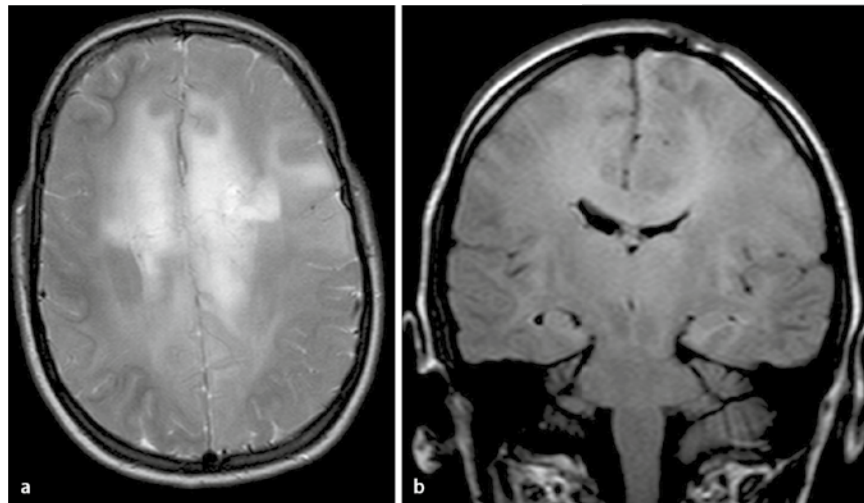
▲ Gliomatosis cerebri: Die T2- (a) und FLAIR- Sequenzen (b) zeigen eine diffuse pathologische Signalsteigerung der Großhirnhemisphären im Sinne der diffusen Durchsetzung mit neoplastischen glialen Zellen
